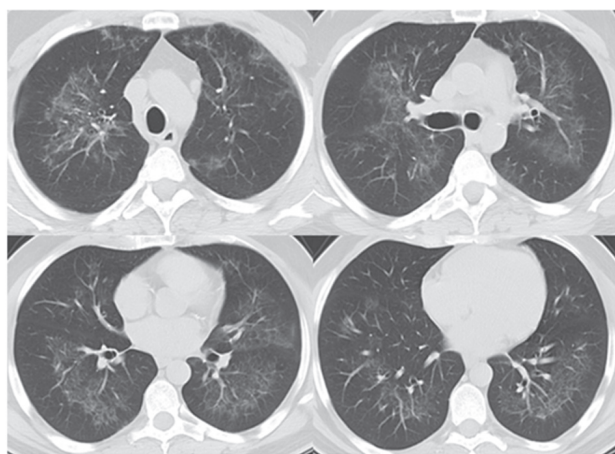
Tomografía computarizada de tórax de control a las dos semanas, que muestra una mejoría significativa.
